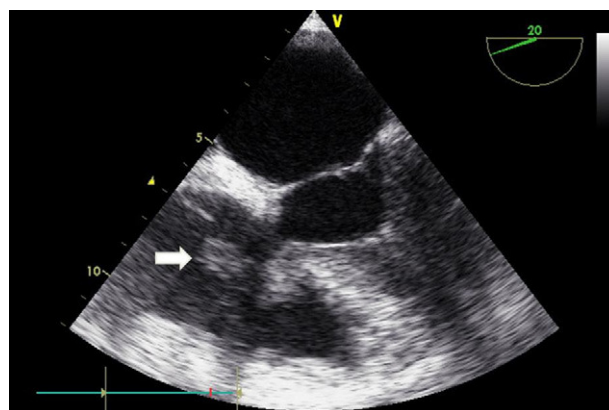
Ecocardiograma transesofágico: se observa una vegetación de gran tamaño anclada al borde libre de la válvula tricúspide (flecha blanca) y una de menor tamaño en el velo septal.
